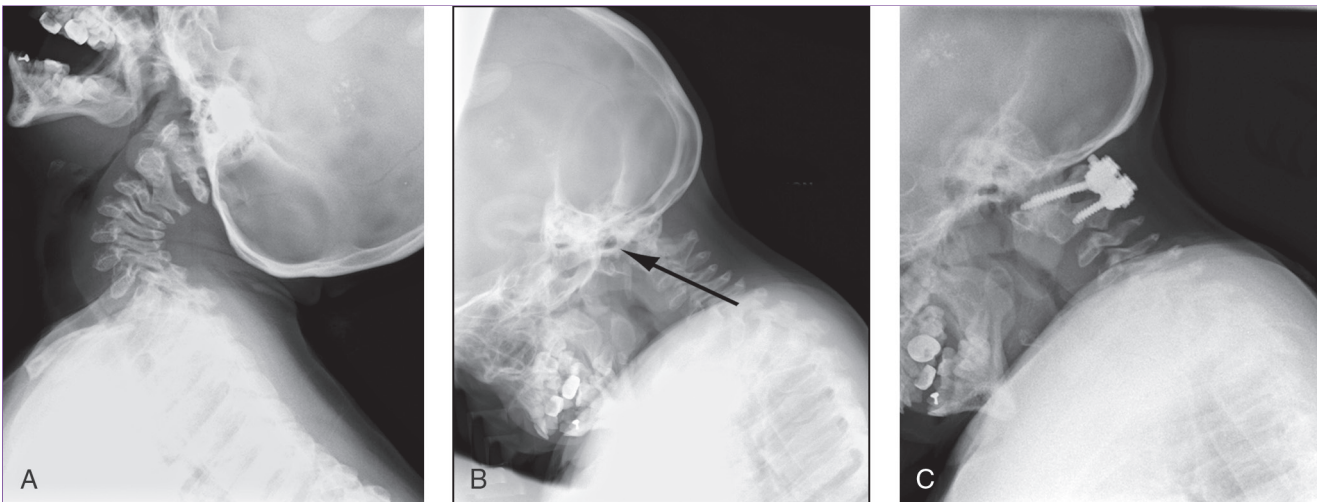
Radiografías de la columna cervical de un paciente con síndrome de Hurler con inestabilidad cervical que se corrigió quirúrgicamente. A, Proyección lateral en extensión en la que se aprecia la inestabilidad cervical. B, La proyección lateral en flexión pone de manifiesto el ensanchamiento del espacio atlanto-axoideo (flecha). C, Proyección lateral en flexión postoperatoria que muestra la estabilización del espacio atlanto-axoideo.
